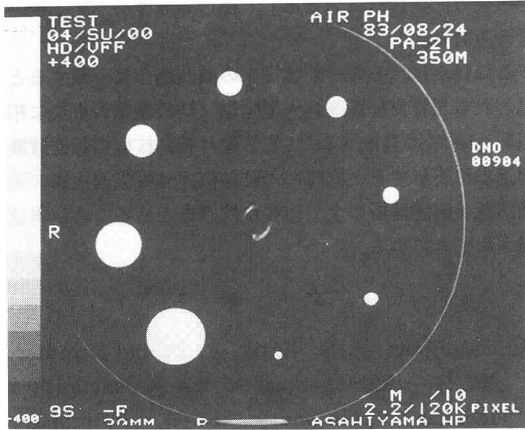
被写体の大きさと再構成関数がCT値に及ぼす影響—ファントム実験
